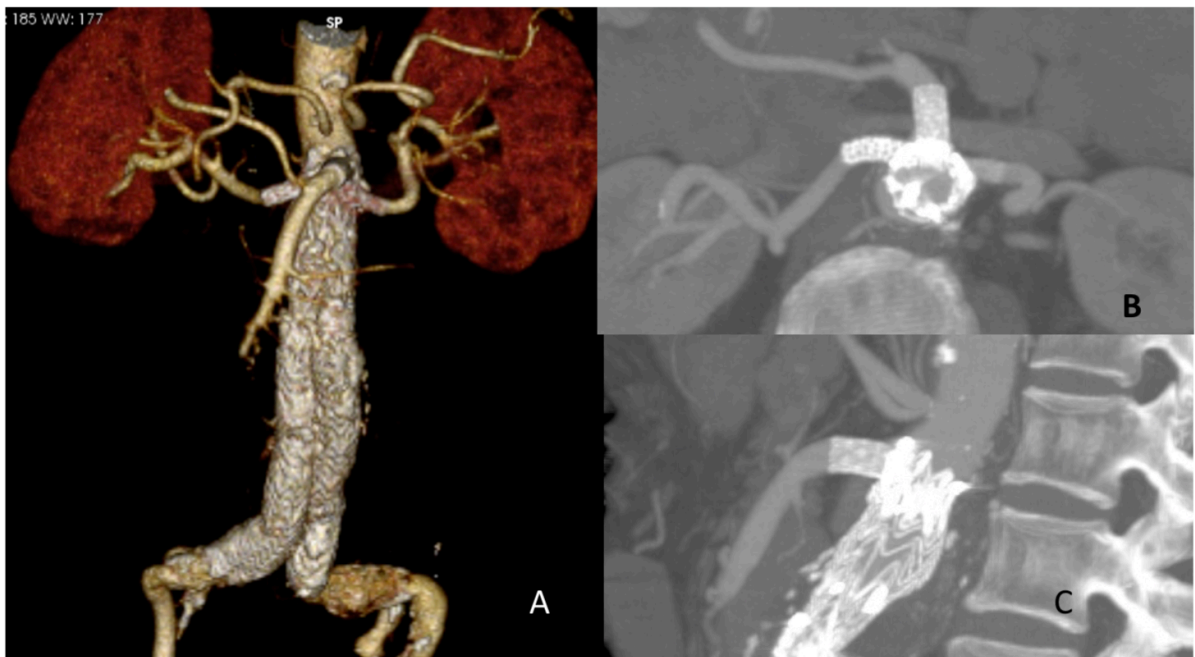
Imagens de angiotomografia e reconstrução 3D de Aneurisma tratado com Endoprótese Modificada com 03 fenestras (Mesentérica Superior e Renais)
